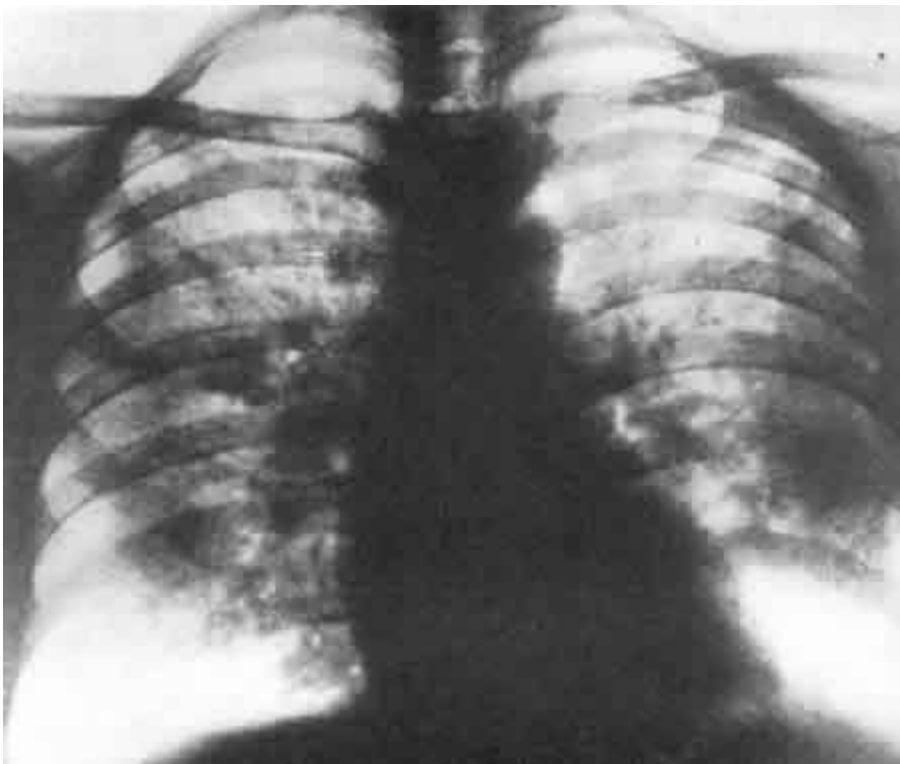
Рентгенограмма легких больной К. с острой почечной недостаточностью “fluid lung” (III стадия по Alwall, 1960).
